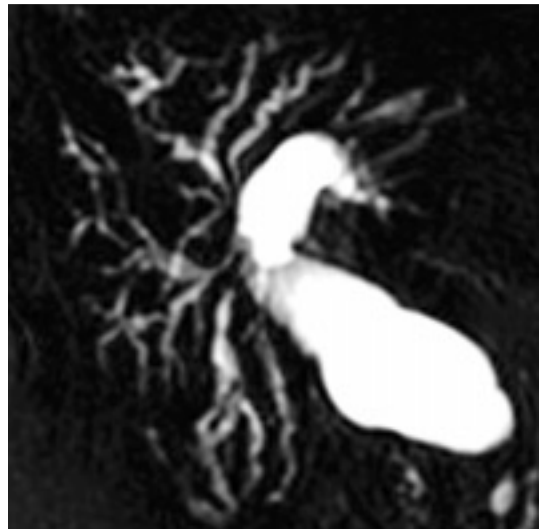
CP-IRM : cholangite et histiocytose X : apparition au cours de l'évolution de calculs des VBIH (flèche), (séquence SS-FSE, coupe axiale de 20 mm d'épaisseur, TE eff 800 msec).
